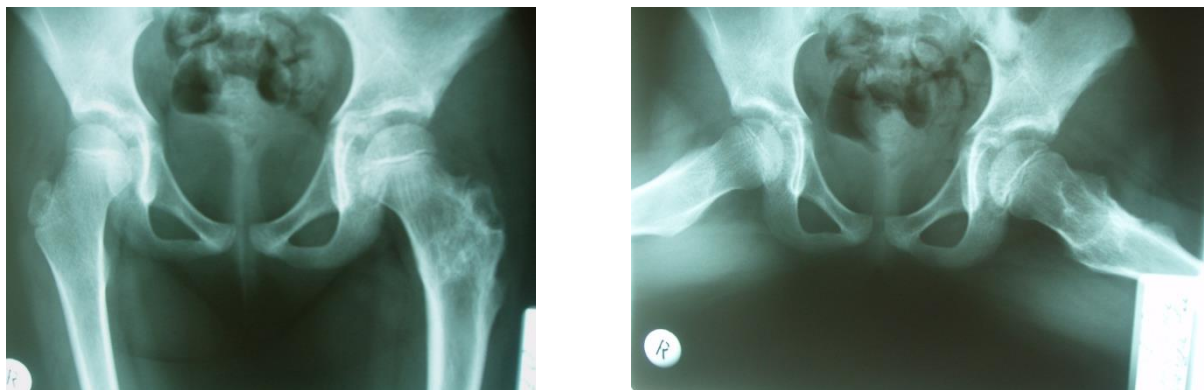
Та же б-я. На рентгенограммах через 5 лет костная структура проксимального отдела бедра восстановлена, признаков рецидива кисты нет.
